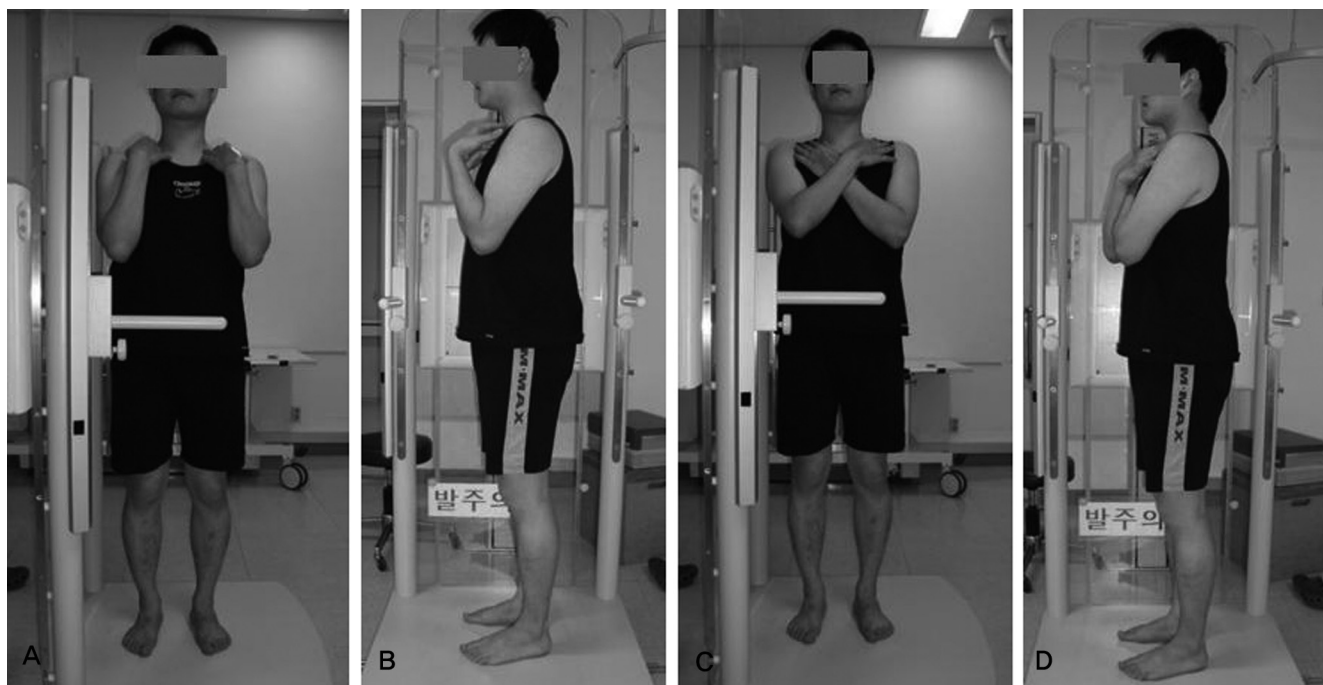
Fists-on-clavicle(A, B) or cross-arm position(C, D) is recommended with extended hip and knee during taking radiographs.
